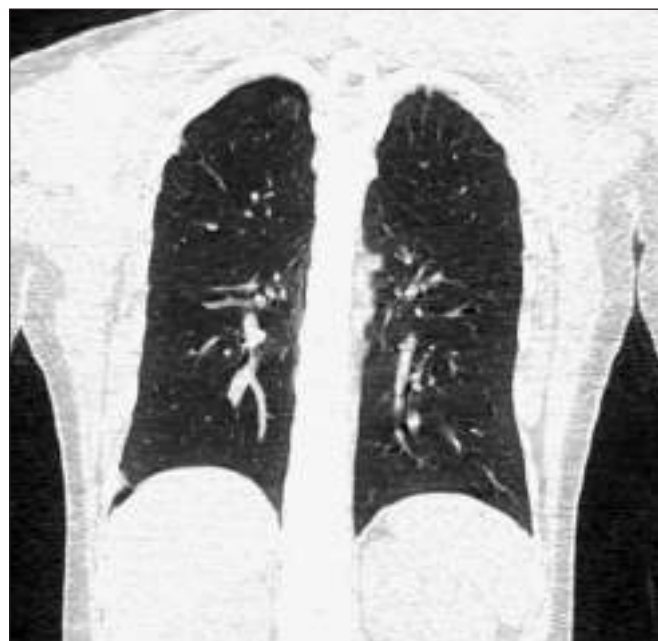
КТ-скан грудной клетки пациентки Д. 11 лет, после видеоэндоскопической резекции легкого справа.
